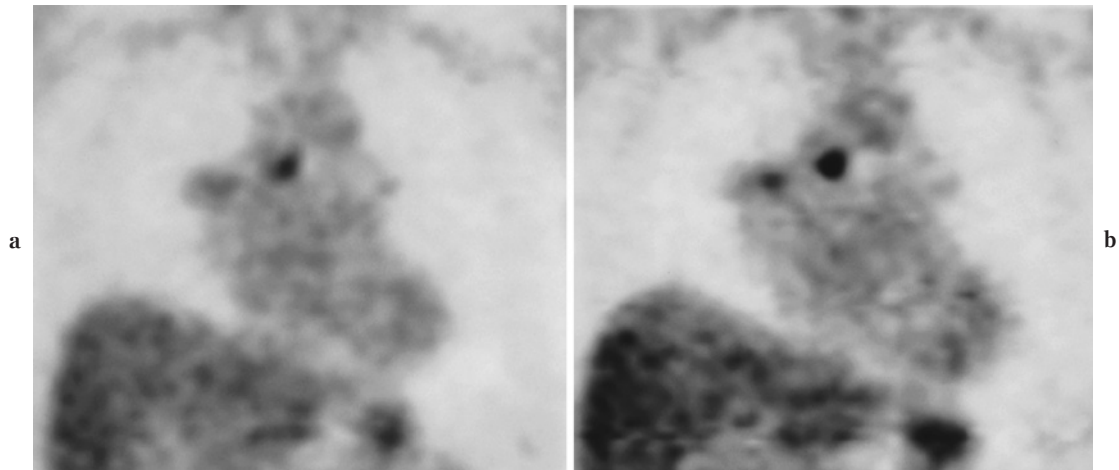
Difference of accumulation according to interval from injection. a: Image obtained one hour after FDG injection. Faint uptake was noted in a mediastinal lymph node (SUV=3.4). b: Image obtained two hours after FDG injection. FDG accumulation increased (SUV=4.5).
